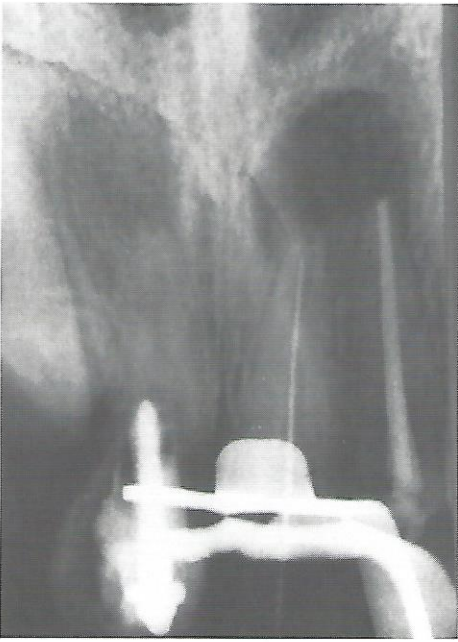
Fase de TER (Rx odontometria) do dente 21 com lesão periapical e dente 11 com espigão intrarradicular sem TER e lesão periapical.
